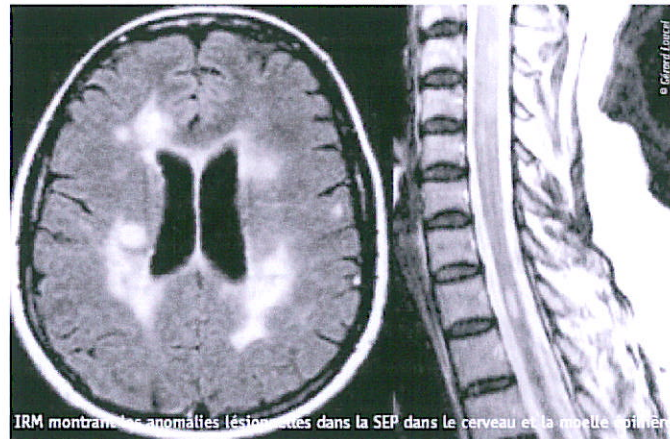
IRM montrant des anomalies lésionnelles dans la SEP dans le cerveau et la moelle
